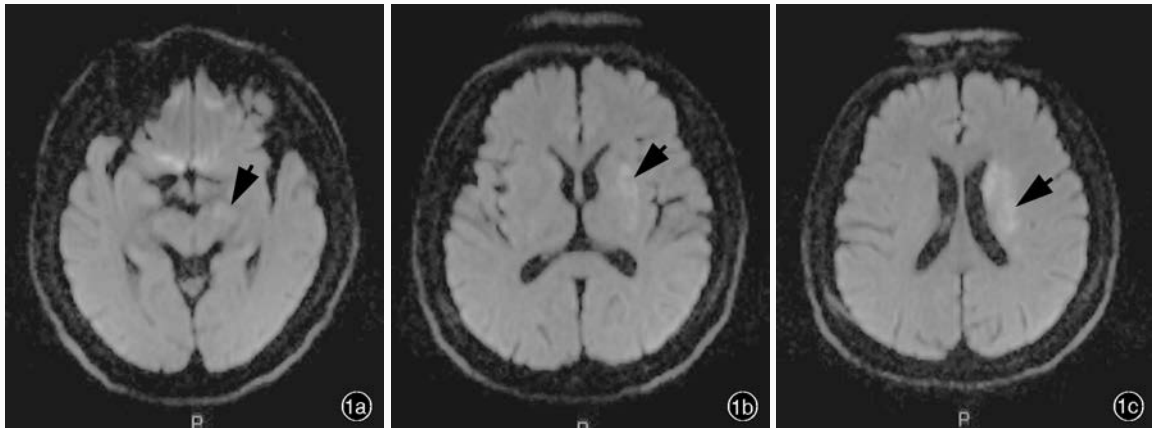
头部 MRI 检查所见 1a 横断面 DWI 显示左侧大脑脚高信号(箭头所示) 1b 横断面 DWI 显示左侧基底节区高信号(箭头所示) 1c 横断面 DWI 显示左侧侧脑室旁高信号(箭头所示)
